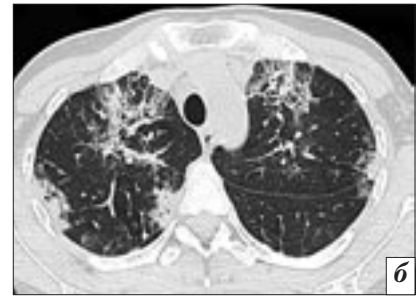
МСКТ, легочное окно. Саркоидоз легких. Безвоздушные участки уплотнения легочной ткани по типу «консолидации».
